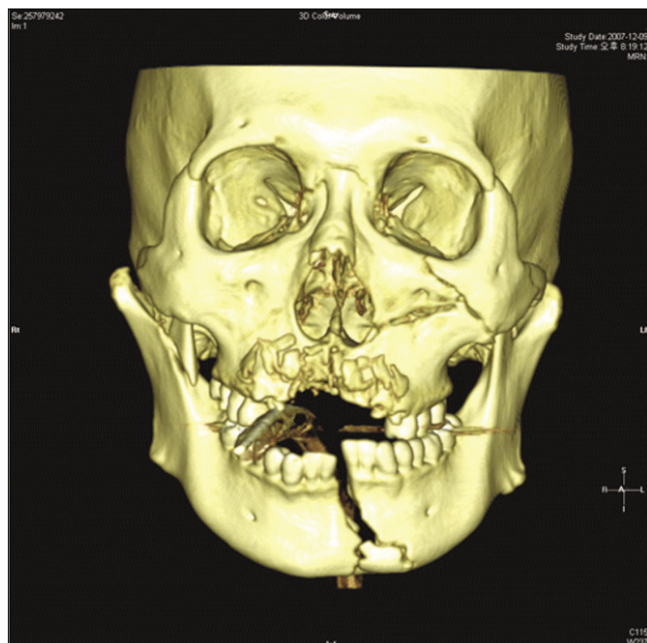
Initial 3D-CT view of mandibular and maxillary compound fracture.
